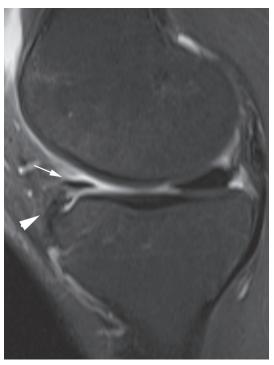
Coupe IRM sagittale T2 : position trop antérieure de la corne antérieure du ménisque médial par rapport au bord antérieur du tibia (tête de flèche). Noter aussi un volumineux ligament transverse interméniscal pouvant simuler une lésion méniscale (flèche).
